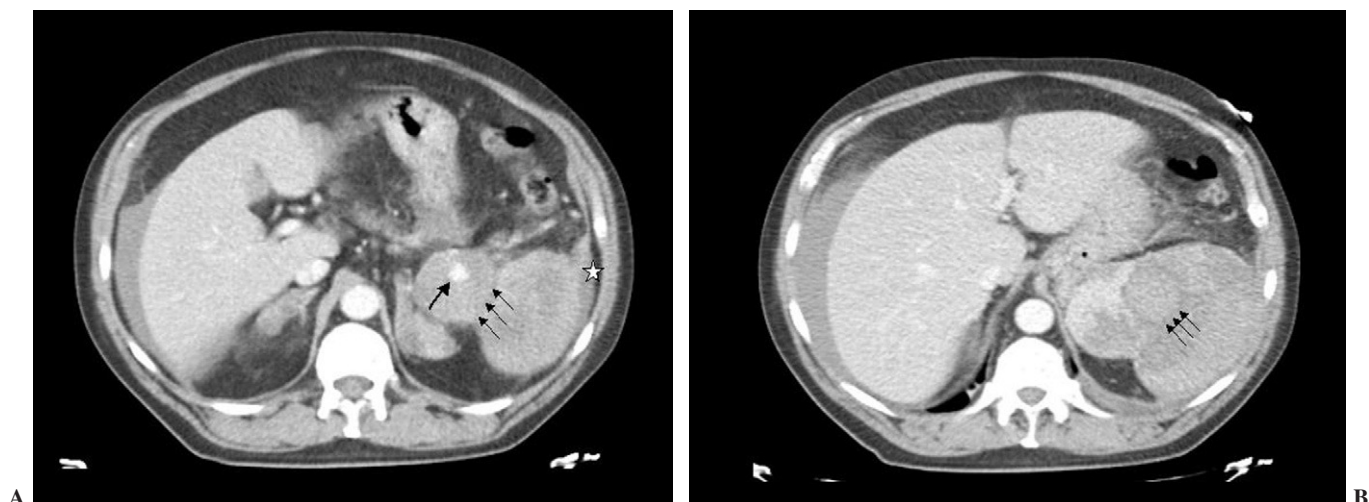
(A) La tomografía computarizada con contraste mostraba el extremo proximal del aneurisma con contraste en la luz permeable (flecha) y trombo periférico. La existencia de una pared aneurismática (flechas finas) ayuda a hacer el diagnóstico diferencial con un hematoma por sangrado activo. El coágulo "centinela" (*) se extendía inferiormente a la gotiera paracólica. Incidentalmente se aprecian adenomas adrenales bilaterales. En la serie sin contraste intravenoso los nódulos suprarrenales presentaron valores de atenuación negativos en UH, por lo que se etiquetaron de adenomas. (B) Era evidente la porción intraparenquimatosa del aneurisma arterial, trombosado (flechas). El bazo estaba fragmentado. Se observaba un hemoperitoneo, con menor densidad, en la región perihepática.
